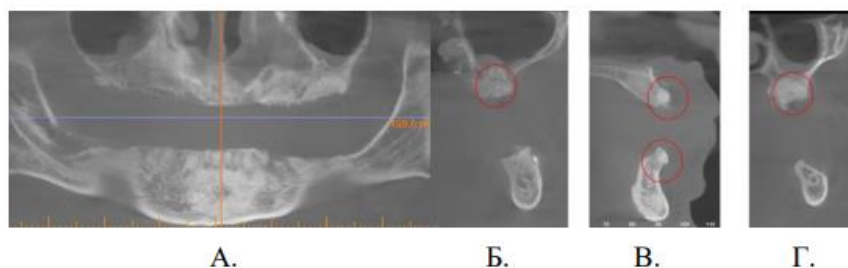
Конусно-лучевая компьютерная томография пациентки И. Представлены несколько окон с изображениями панорамной реконструкции (А), набор кросс-секций в косокоронарной плоскости (Б, В, Г), внутриротовая фотография состояния слизистой оболочки на верхней челюсти перед проведением дентальной имплантации (Д).
